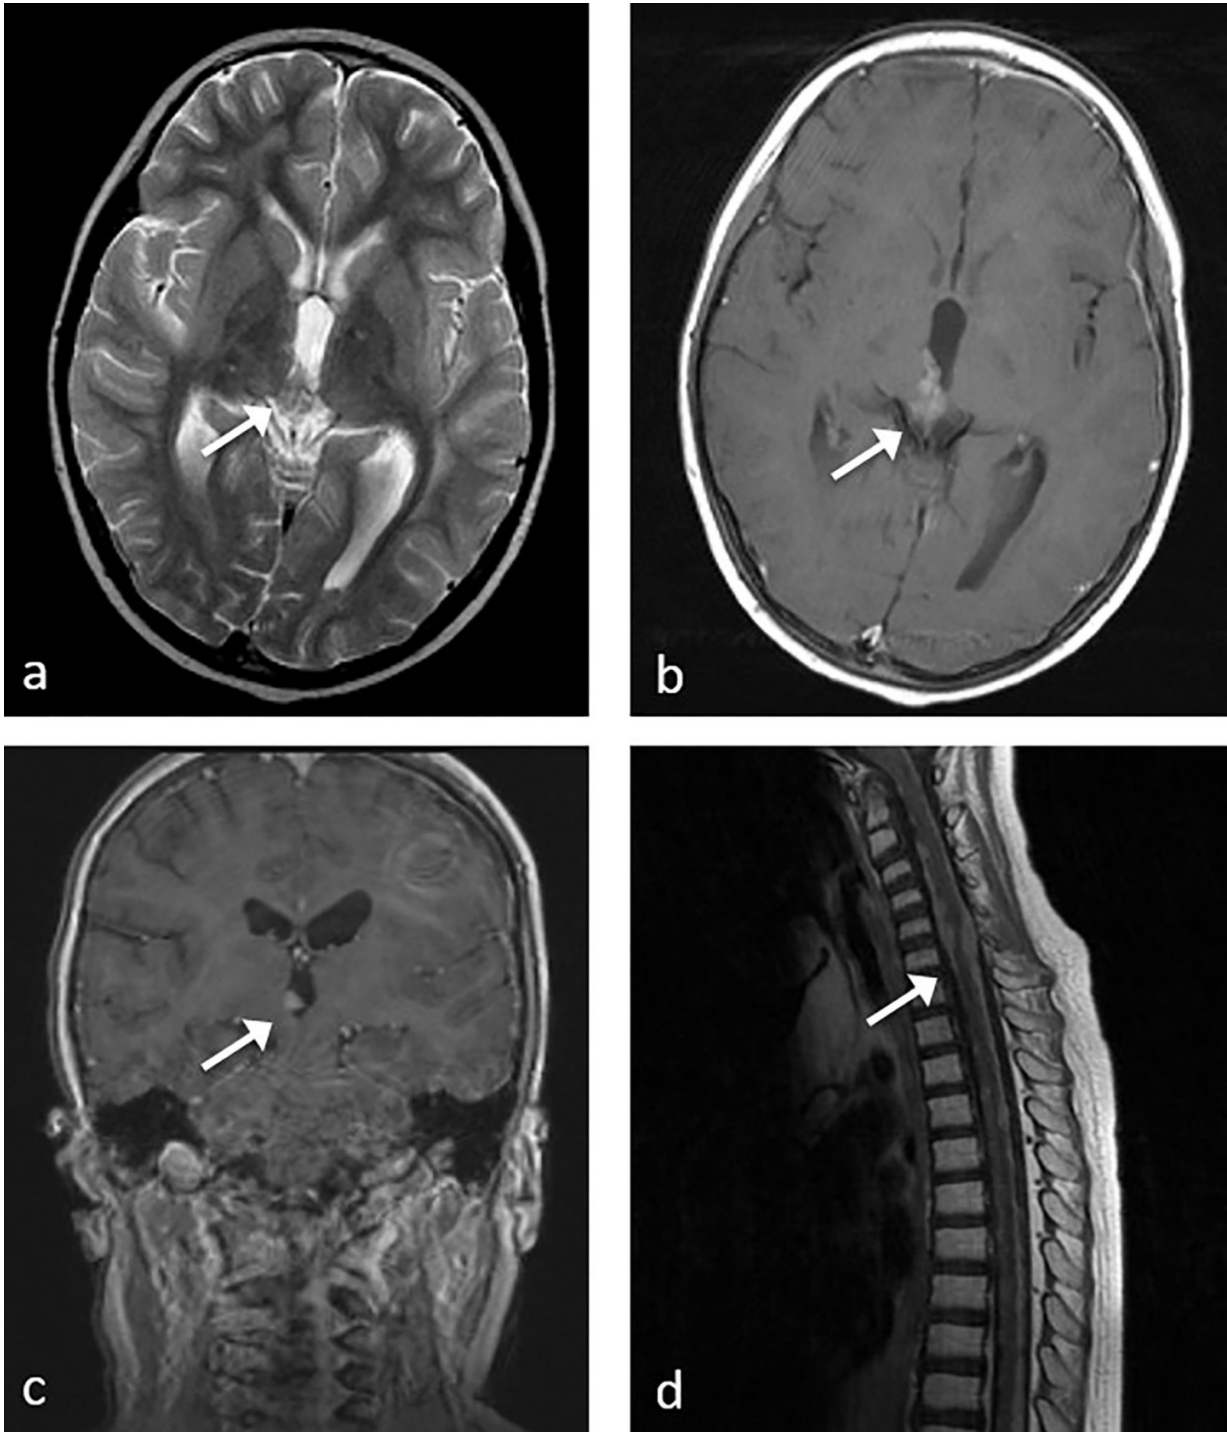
¹ zeigt ein MRT der Glandula pinealis eines Trb-Patienten. a. T2-gewichtetes und b-c. kontrastmittelgestützte T1- gewichtete Aufnahmen zeigen eine vergrößerte Glandula pinealis i.R. eines Pineoblastoms (siehe Pfeil). d. Kontrastmittelgestütztes T1-gewichtetes Bild der Wirbelsäule mit leptomeningealer Metastasierung entlang des Rückenmarks (Pfeil). Der Patient verstarb i.R. des Pineoblastoms und der ausgedehnten Metastasierung.
